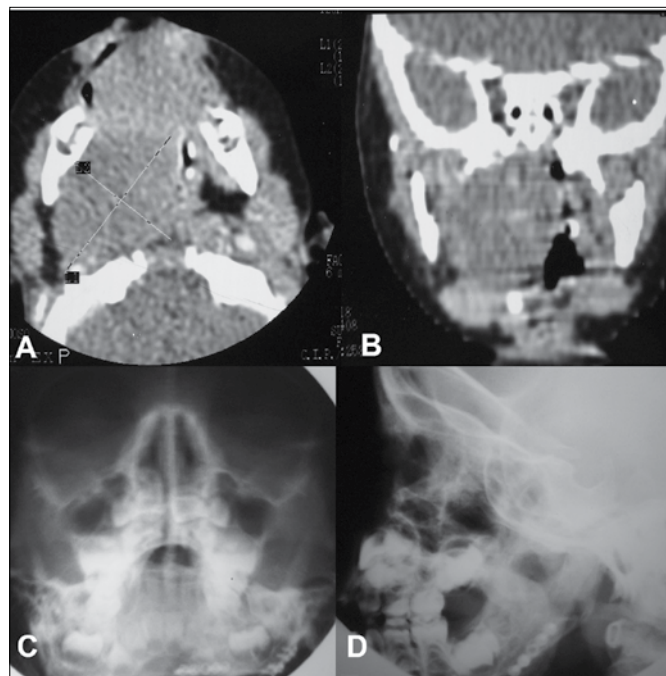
Caso 1. A e B - Corte axial (A) e coronal da TC (B), evidenciando a massa tumoral no espaço parafaríngeo direito. C e D - Radiografias de face pós-operatórias. C - PA Waters. D - Lateral de face.
